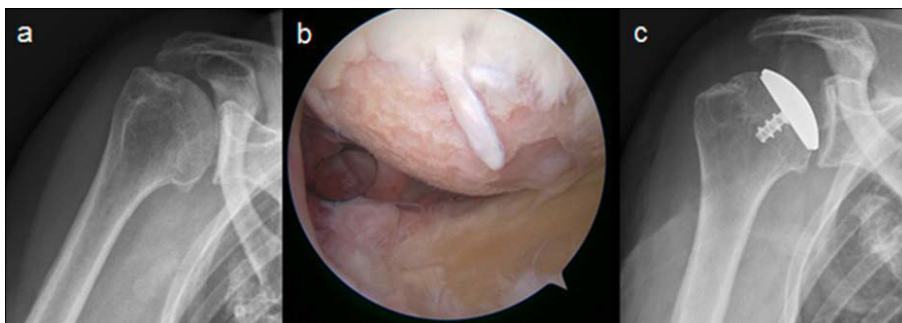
a) präoperatives Röntgen, b) intraoperative Bild Diagnostik eines humeralen fokalen-chondralen Defekts Grad IV, c) das postoperative Röntgen zeigt die Partial-Eclipse™-Prothese (35 mm) in situ 5 Jahre nach der arthroskopischen Implantation
